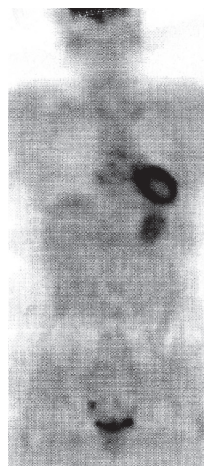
ПЭТ-скан в сагиттальной проекции. Рецидив серозной аденокарциномы в области малого таза
